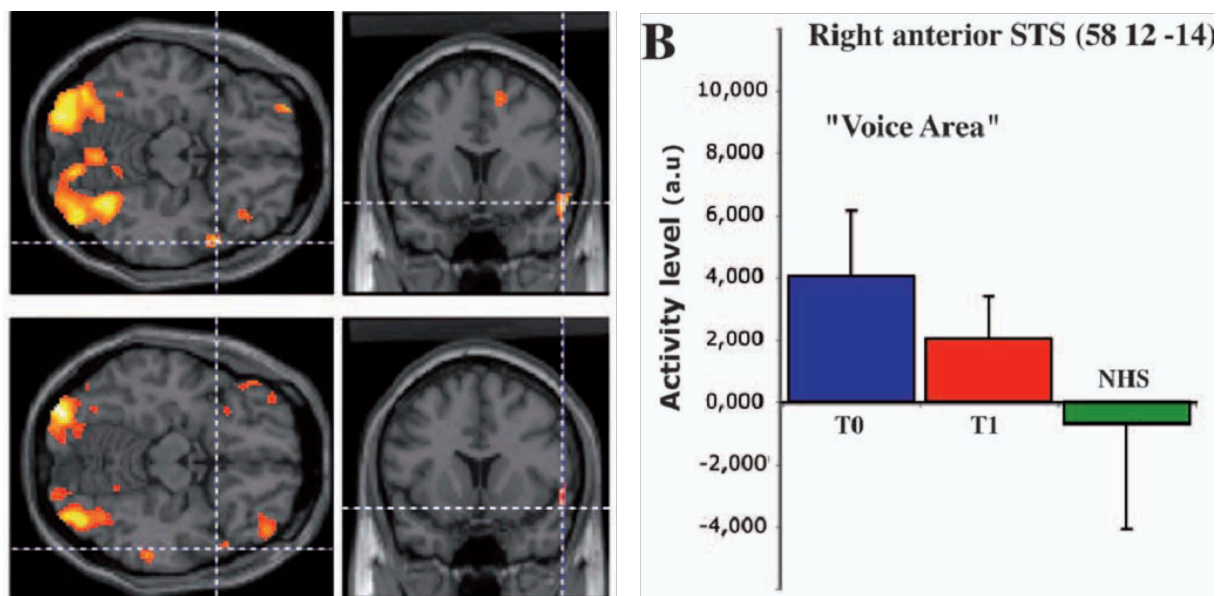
Activation des aires temporeles de la voix par une tâche de lecture labiale, observée chez des sujets implantés cochléaires après l'intervention (T0) en PET scan. Cette activation a tendance à diminuer à distance de l'intervention (T1). Tiré de Rouger et al. (2011).
